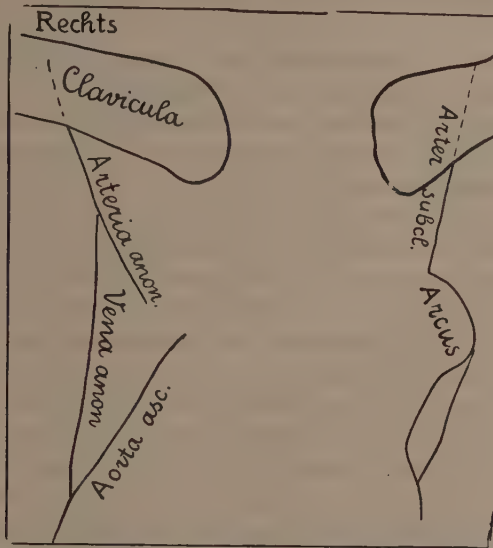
Die im Röntgenbild sichtbaren großen intrathorakalen Gefäße.
